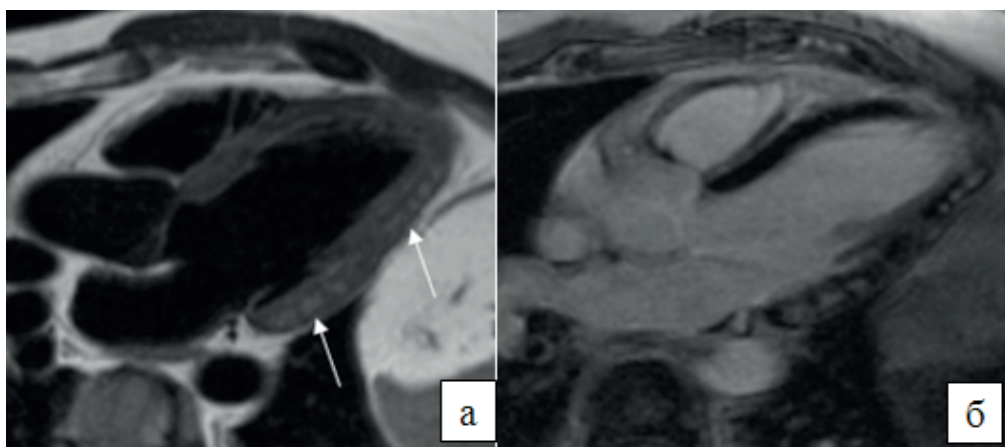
МРТ серця пацієнта з «активним» міокардитом.
